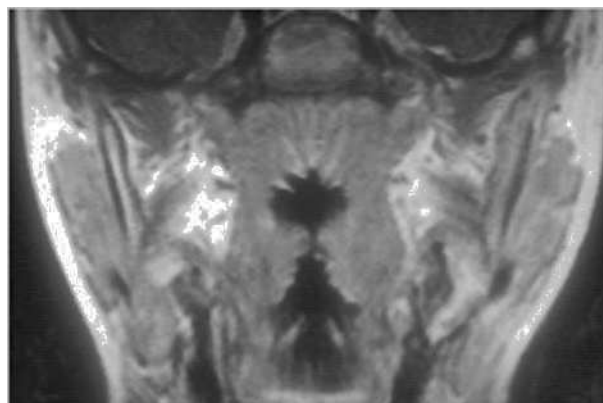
Resonancia magnética coronal del cráneo (imagen ponderada en T1): edema de la médula ósea de la rama izquierda de la mandíbula, realce no homogéneo de la rama izquierda de la mandíbula y de ambos músculos maseteros.
